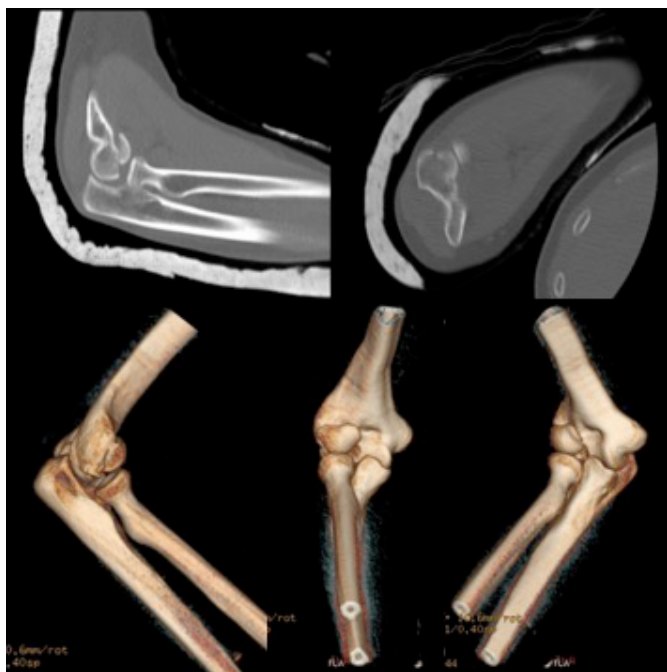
TC pré-operatória do cotovelo direito .
